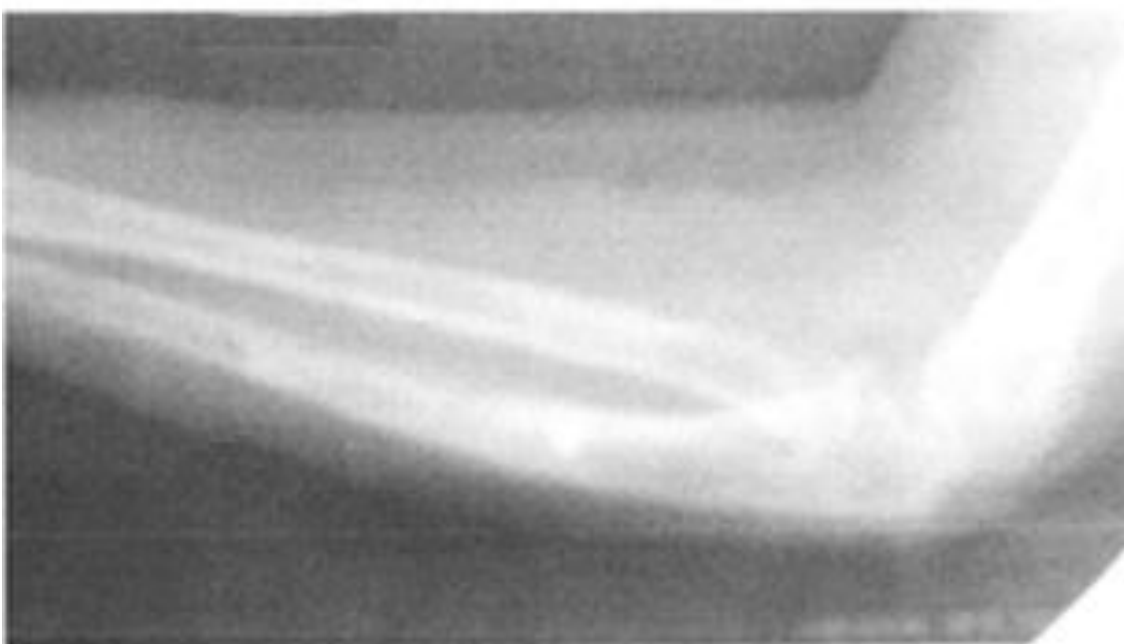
Рентгенограмма через 4 недели после удаления интрамедуллярной спицы.
